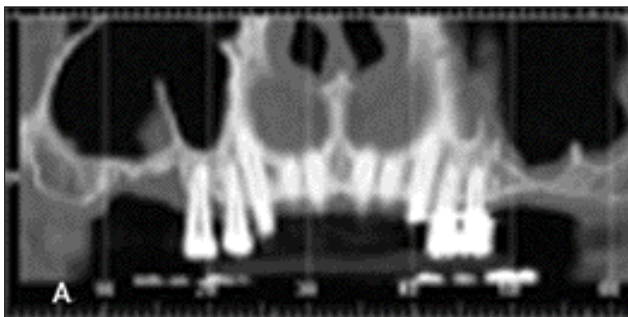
CT scan of a patient (a) before bilateral sinus lift elevation (b) 6 months post-surgery, showing new bone mass on the sinus floor
